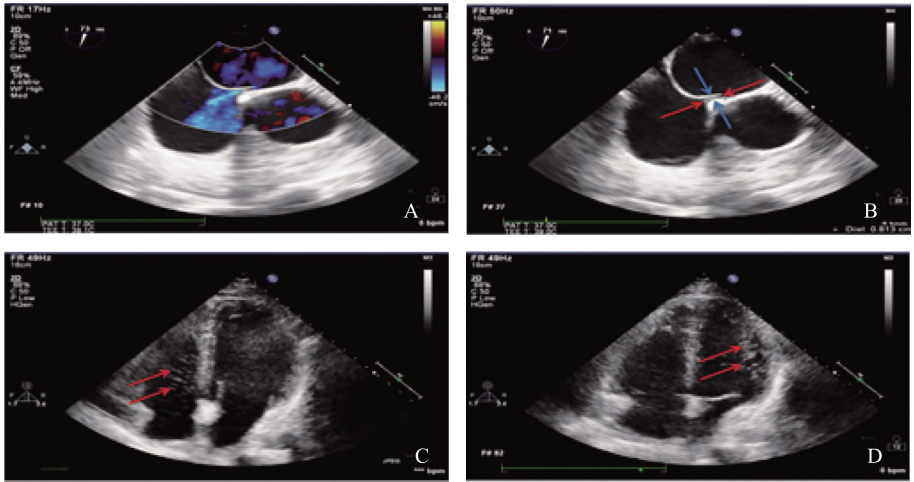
患者经食道超声心动图和经胸超声心动图声学造影表现 二维超声及彩色多普勒血流显像发现心房水平左向右穿隔血流(A);经食道心动超声提示房间隔卵圆窝处见回声分离,宽约 2mm(蓝色箭头之间距离),长约 8.13mm(红色箭头之间距离),提示为中度、长隧道、复杂型卵圆孔未闭(patent foramen ovale,PFO)(B);经胸超声心动图声学造影显示静息状态下注射激活声学造影剂,右心腔里见小微泡,左心腔里未见微泡(C),Valsalva 动作后 3~5 个心动周期内左心腔内出现 10~30 个微泡/帧,考虑为中量右向左分流(right-to-left shunt,RLS)(D)
